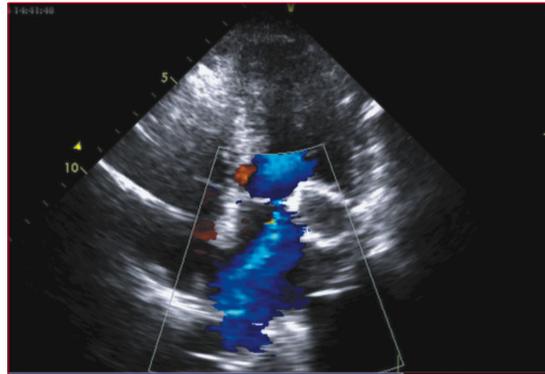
Ecocardiograma transtorácico, enfoque apical de cuatro cámaras. Misma masa de la figura anterior. Por Doppler color se aprecia insuficiencia mitral de grado severo que penetra en la vena pulmonar superior derecha.
